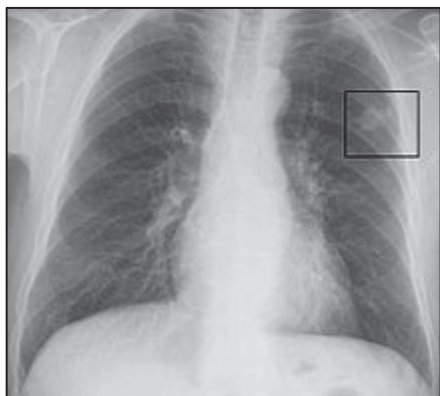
Lesión pulmonar periférica determinada por TAC (MedLine Plus, 2017).
